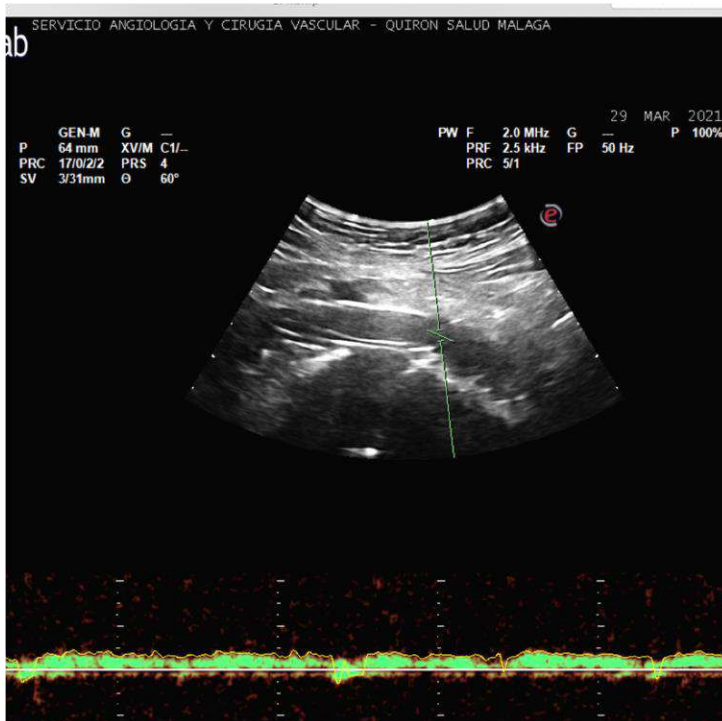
SPT. La ecografía doppler abdominal es la herramienta más útil en el seguimiento del stent venoso. Apreciamos una visión sagital del stent, permeable y sin reestenosis.
